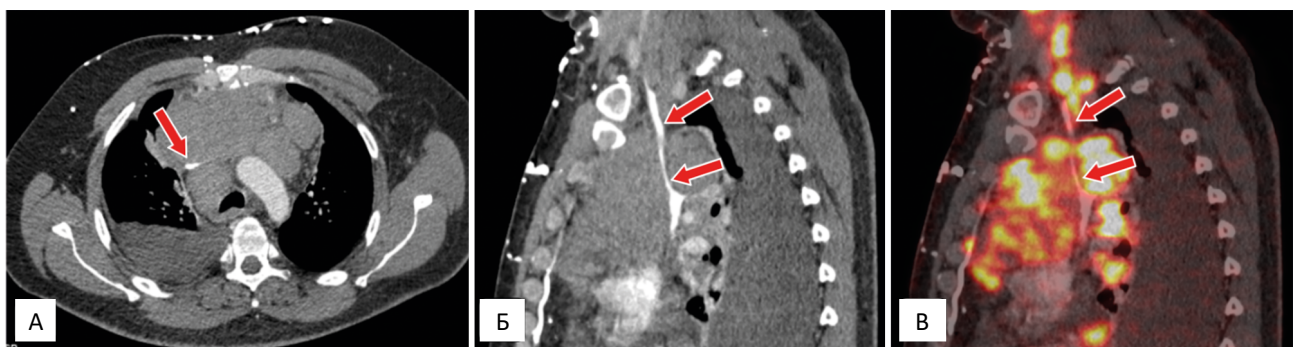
КТ-изображения в аксиальной (А), сагитальной (Б) проекциях, и ПЭТ/КТ (В). Определяется выраженное сдавление верхней полой вены конгломератами метаболически активных лимфоузлов, с сужением её просвета до щелевидного (красные стрелки)
